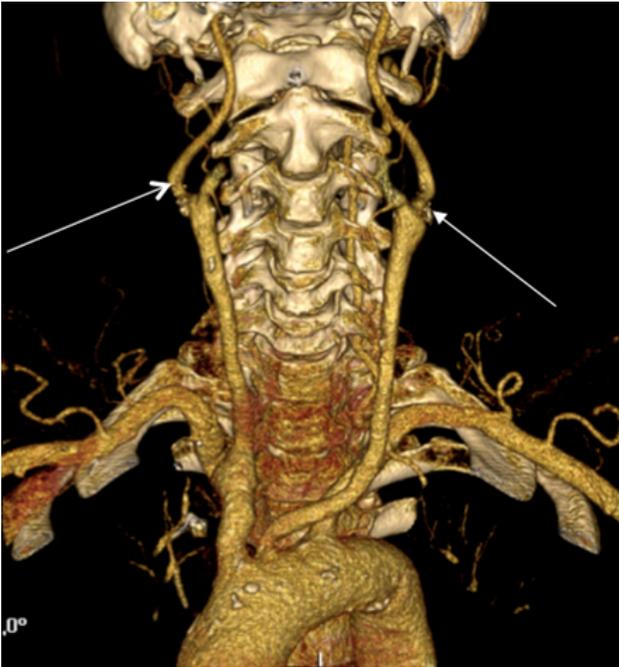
Трехмерная реконструкция МСКТ-ангиографии брахиоцефальных артерий (стрелками указаны билатеральные стенозы сонных артерий)
